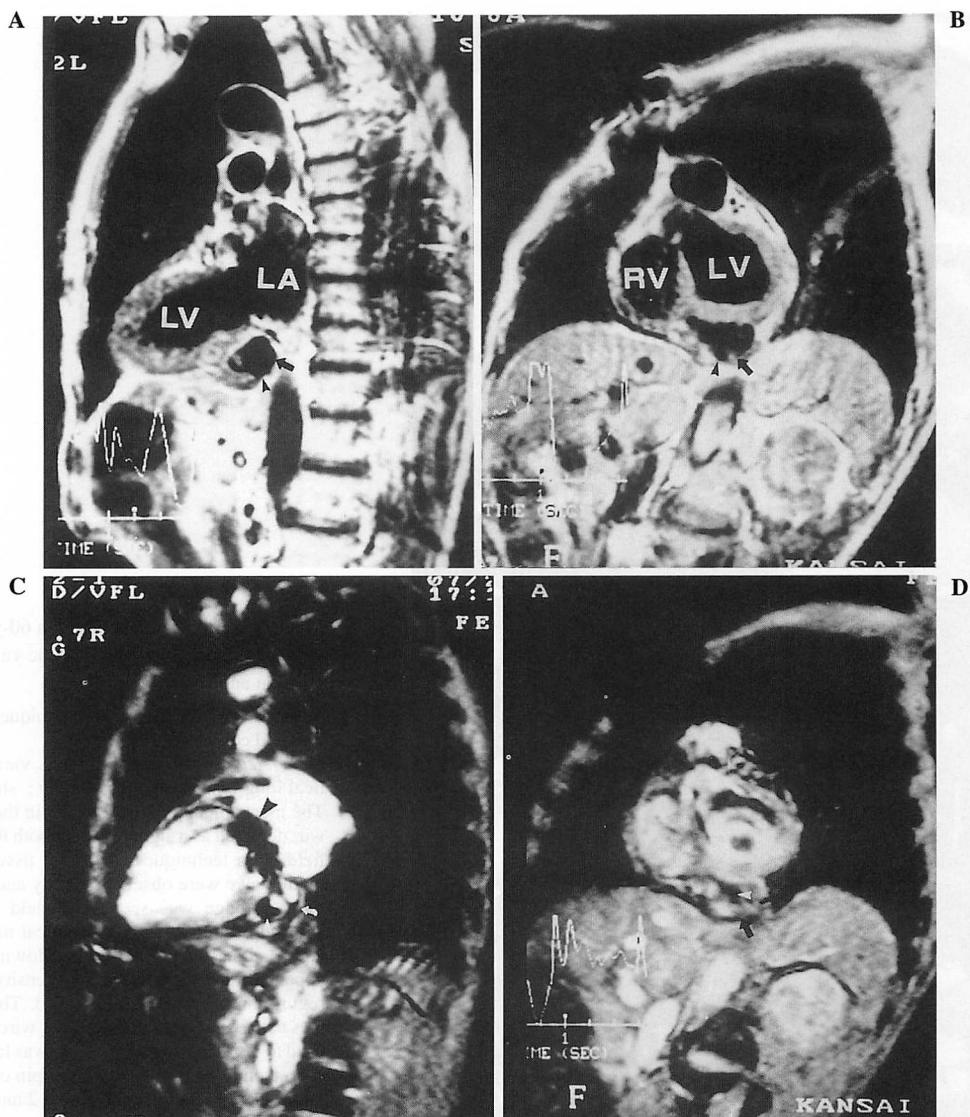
Magnetic resonance imaging in a patient with a CarboMedics prosthetic valve in the mitral position, sinus rhythm, and a left ventricular pseudoaneurysm
